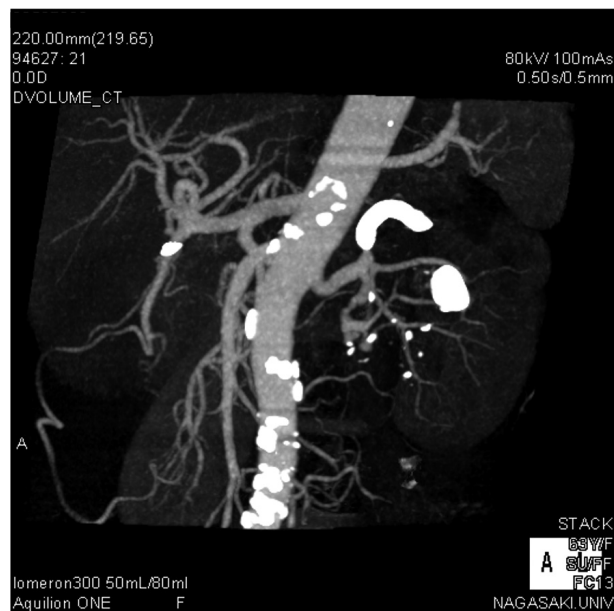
Contrast-enhanced CT shows no obvious bleeding, and the AVM and varicose veins have disappeared.
